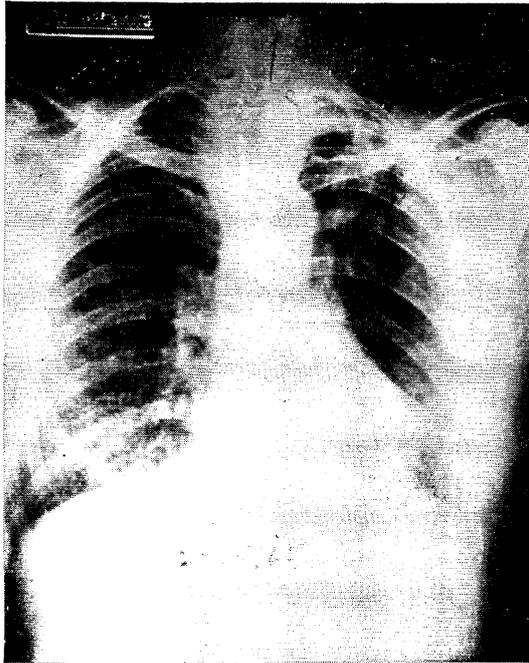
PA chest radiograph of case 3 taken at OPD visit (28.5.65) showing minimal lesion in the left upper lobe and increased lung markings in both lower lobes.
